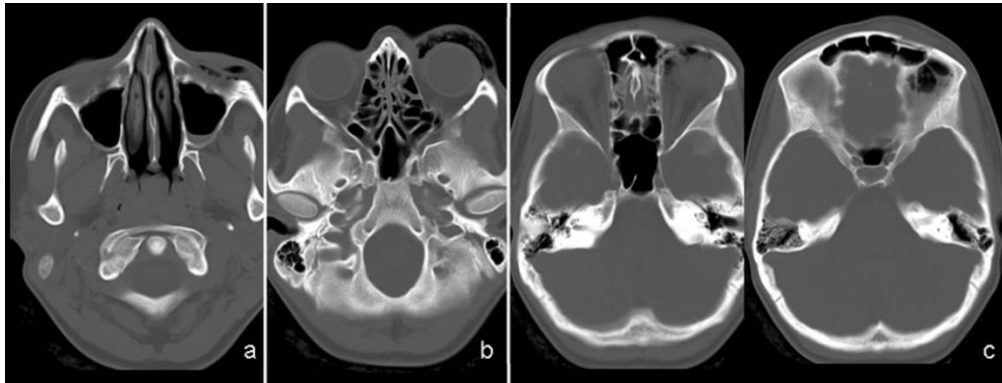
Tomografía computarizada de senos paranasales.⁴⁸
